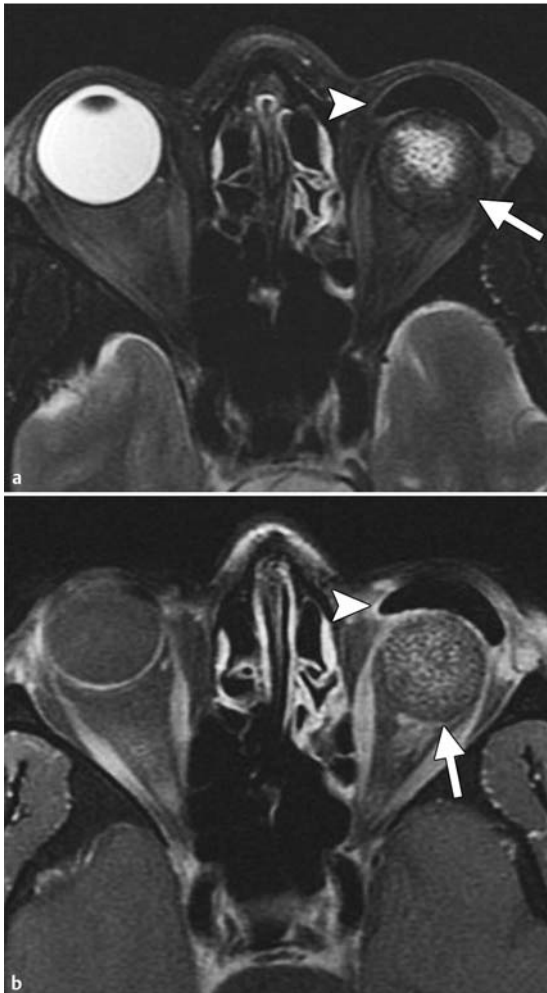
MRT-Aufnahmen eines 42-jährigen Mannes, bei dem 8 Monate zuvor auf der linken Seite ein Orbitaimplantat aus porösem Polyethylen implantiert worden war. Der Patient hat eine Augenprothese (a, b, Pfeilspitzen). a Axiale T2w MRT-Aufnahme: Das Implantat (Pfeil) hat eine leicht verlängerte T2-Relaxationszeit; die Verlängerung ist im Zentrum am stärksten ausgeprägt. b Kontrastverstärkte, fettgesättigte T1w MRT-Aufnahme: Signalverstärkung des Implantats (Pfeil), ein Zeichen für das Einwachsen von fibrovaskulärem Gewebe.
